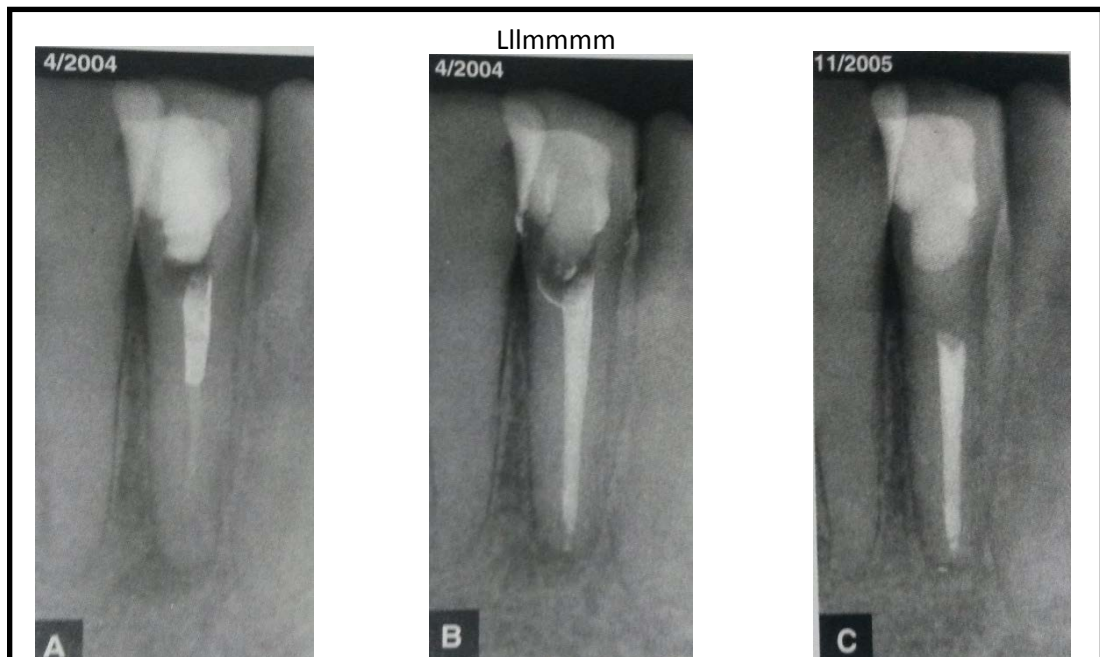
Imagen preoperatoria de un tratamiento endodóntico deficiente (A) señala la necesidad de una nueva intervención: el retratamiento(B). En la radiografía de control, hay signos de reparación de los tejidos perirradiculares (C). (Fuente: Soares & Goldberg, 2012, pp. 343)
